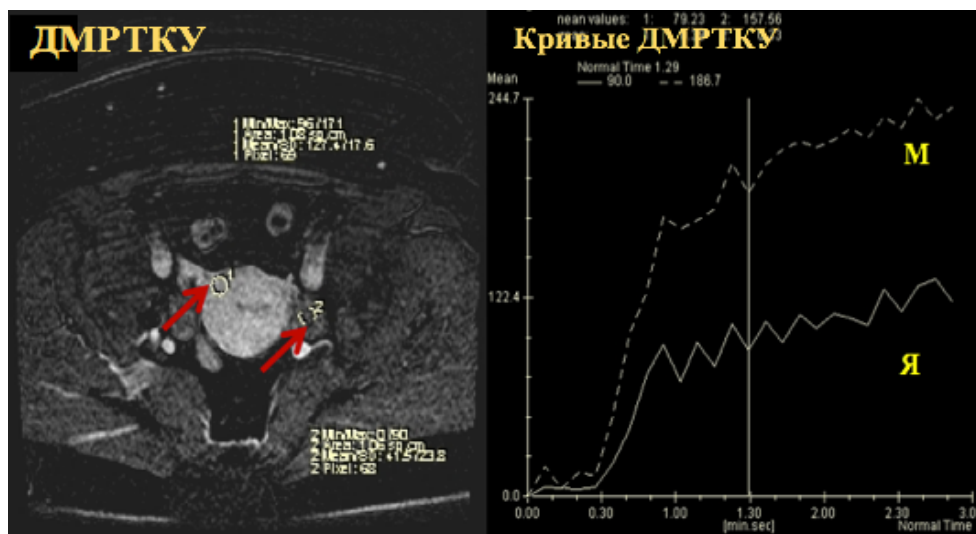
По данным МРТ, яичники без признаков неопластического процесса. После введения МРКП яичники показали постепенное накопление МРКП (красная стрелка) по сравнению с неизменённой тканью миометрия (М, синяя стрелка) – II тип динамической кривой
